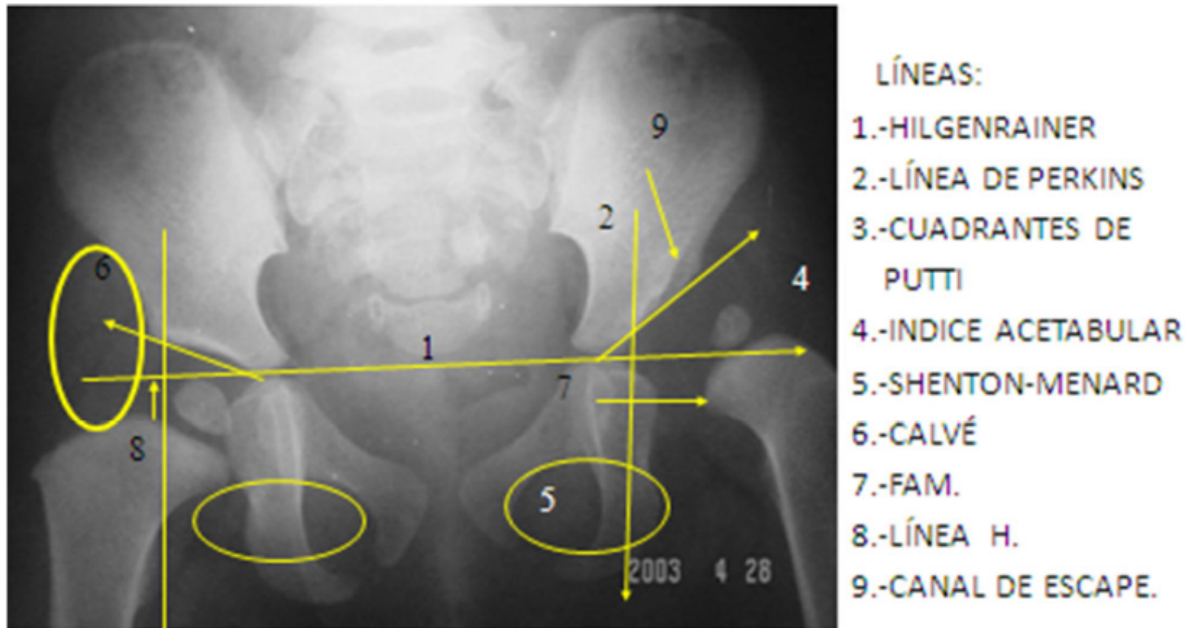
MEDICIONES RADIOGRAFICAS
